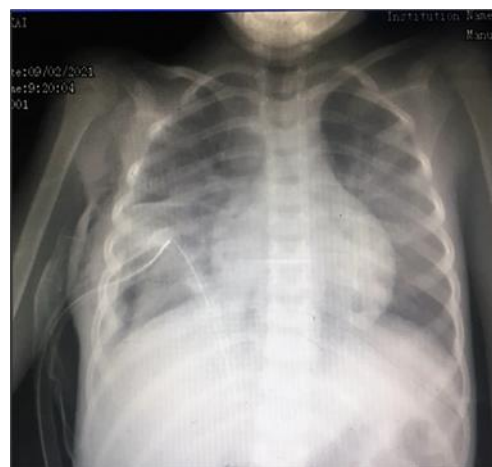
Radiografía de tórax: disminución de velamiento de hemitórax derecho.
